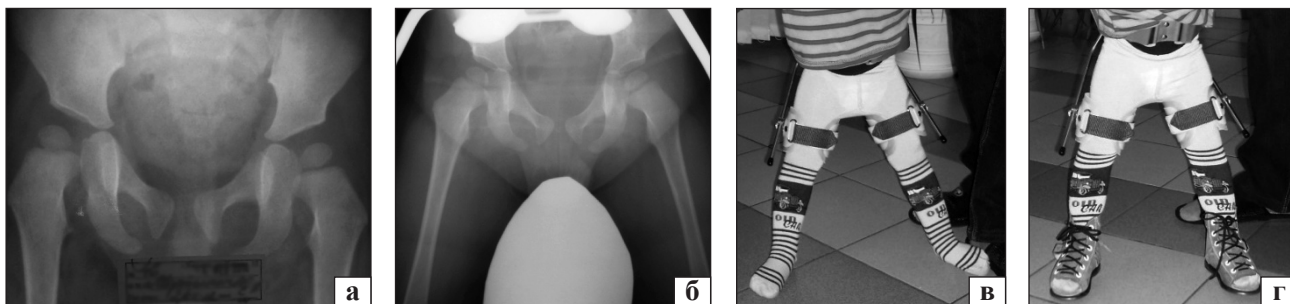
Рентгенограми КС пацієнта М. до забезпечення (а) та в ортезі (б). Фото дитини в ортезі без (в) та у взутті (г)
